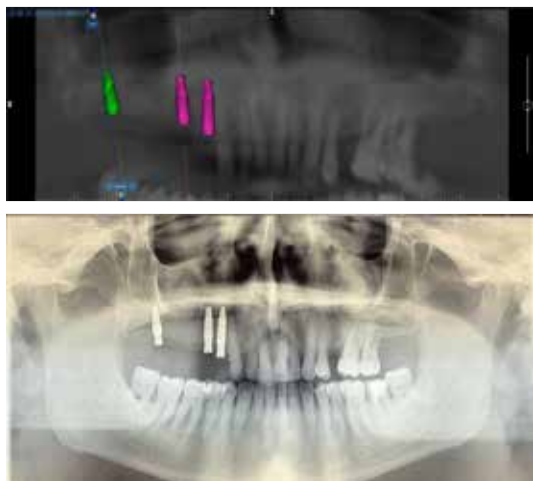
Confronto progetto protesico con radiografia post-operatoria del paziente.
